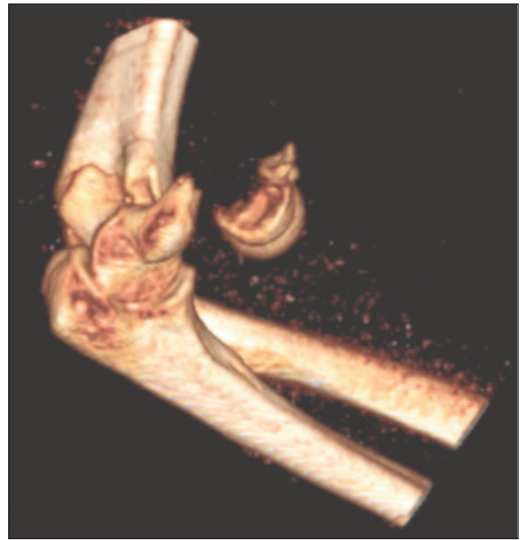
Tomografía computarizada tridimensional de una fractura del tercio distal del húmero.
